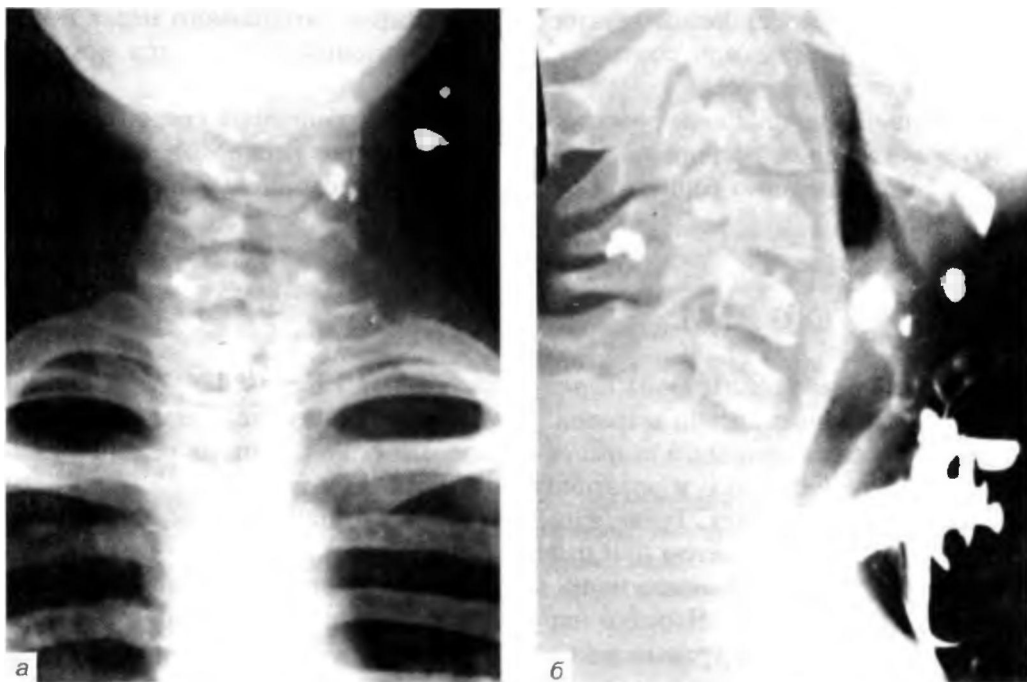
Огнестрельное ранение гортани у мальчика 10 лет. Рентгенограммы гортани в прямой (а) и боковой (б) проекциях.
